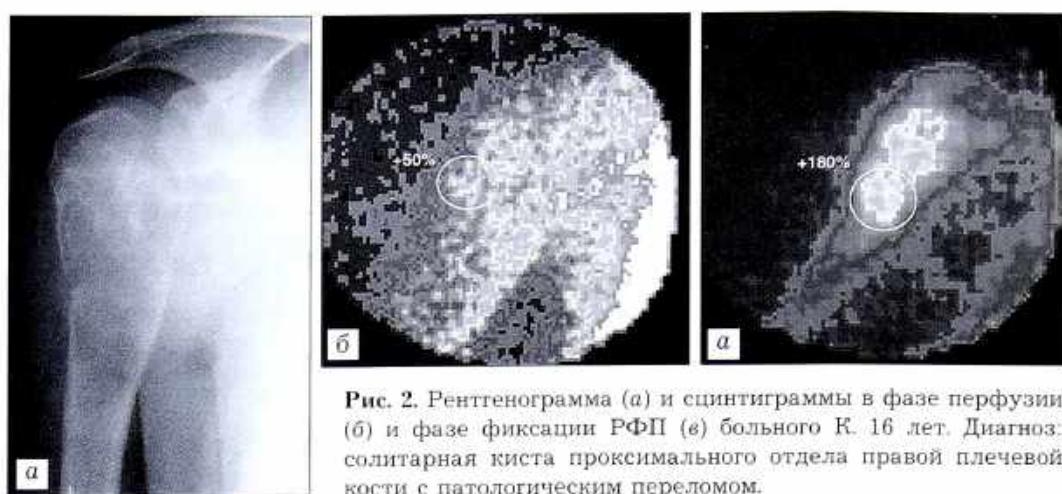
Рентгенограмма (а) и сцинтиграммы в фазе перфузии (б) и фазе фиксации РФП (в) больного К. 16 лет. Диагноз: солитарная киста проксимального отдела правой плечевой кости с патологическим переломом.
